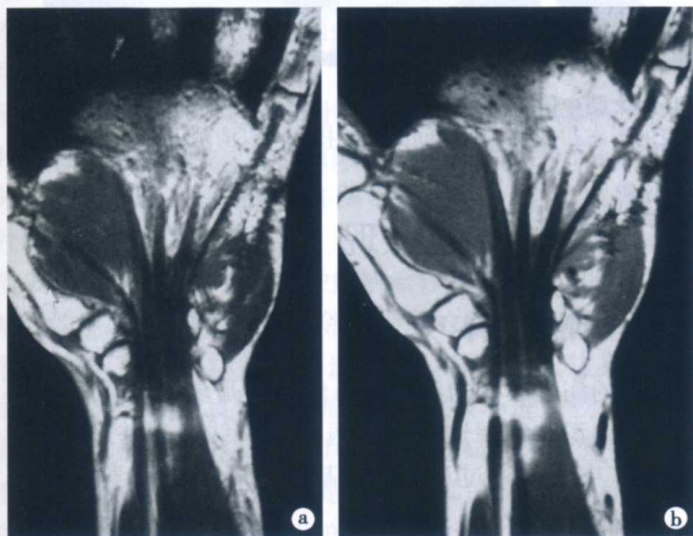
腕关节冠状通过腕管层面 MRI 表现
